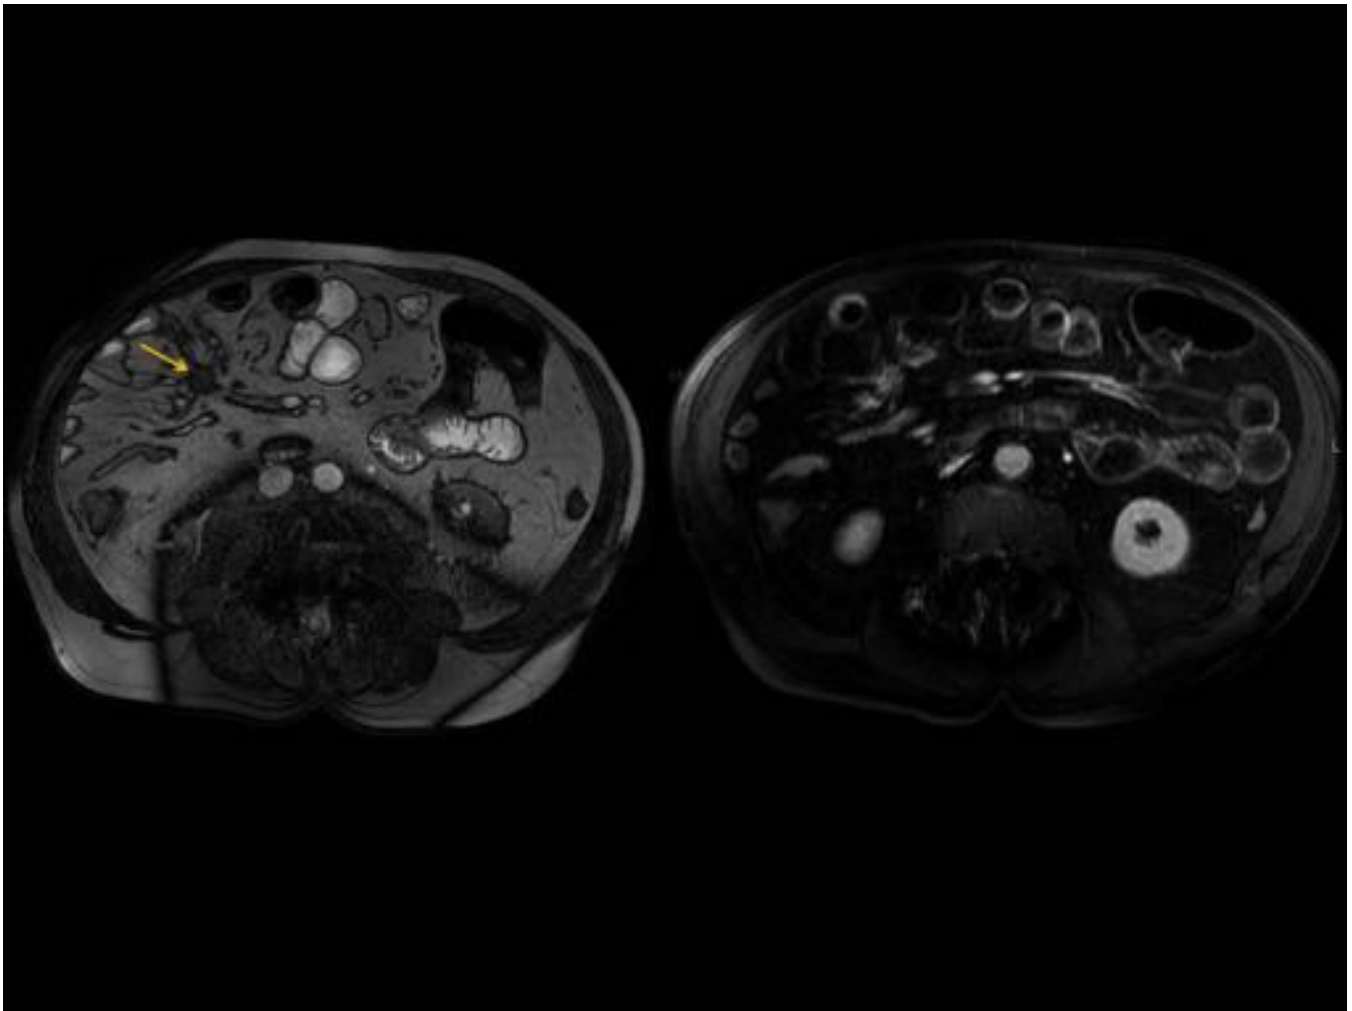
Mismo paciente de las Fig.13 y 14. RM abdominal tras administración de Gadolinio, confirma el nódulo mesentérico de bordes espiculados sugestivo de metástasis de tumor carcinoide con reacción desmoplásica asociada.
